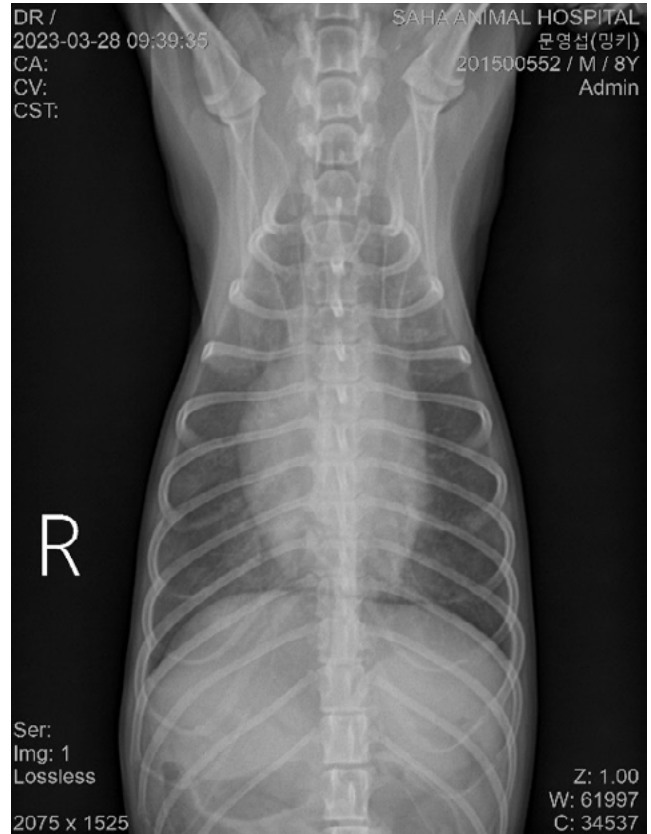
> 2023년 03월 28일 방사선체크
